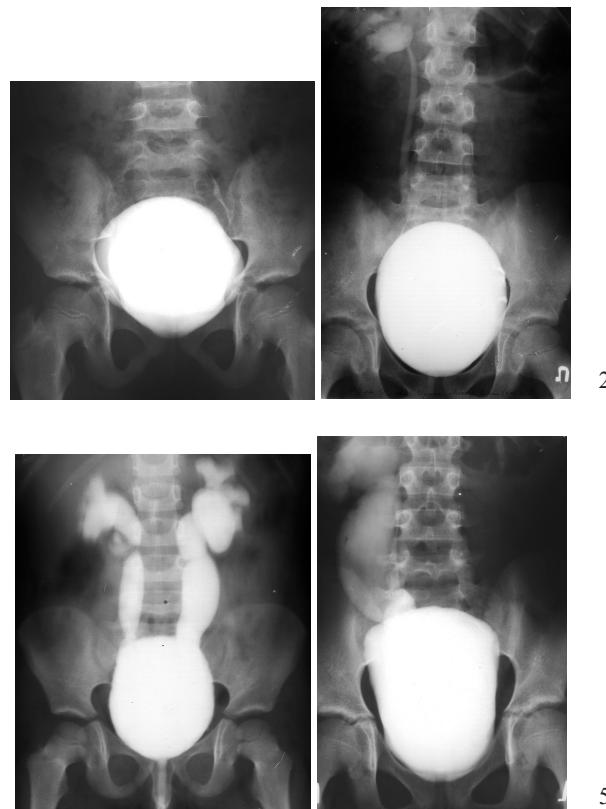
Рентгенограммы больных с ПМР.
